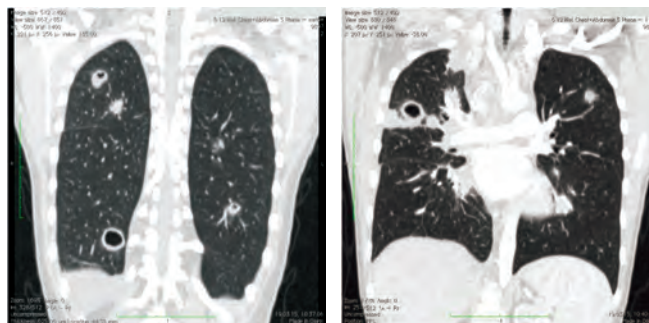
КТ грудной клетки с атипичной формой лимфомы Ходжкина
